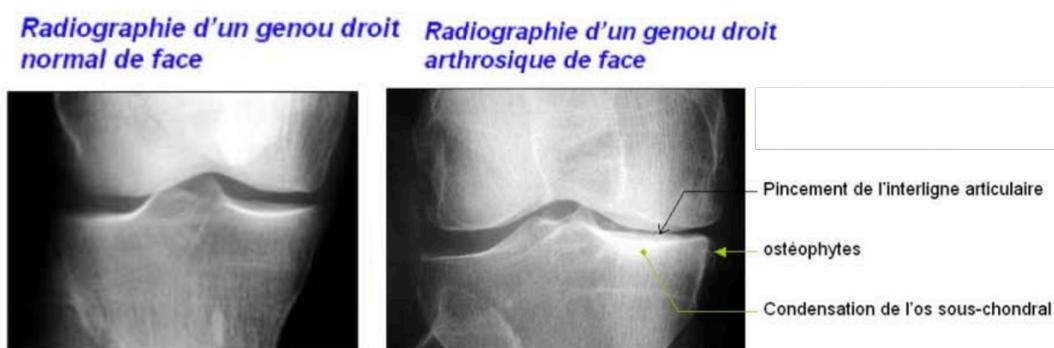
Radiographie d'un genou sain vs arthrosique
